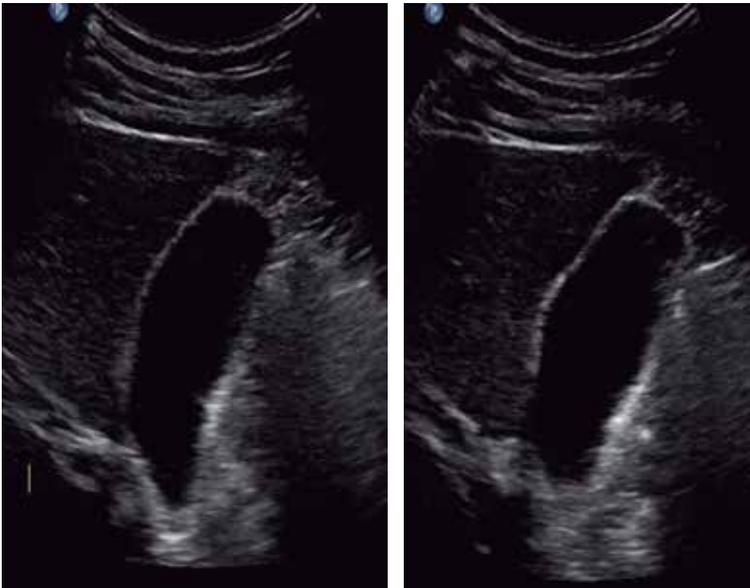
Imagen de ultrasonido en la que se observa vesícula biliar sin contenido hemático, de paredes delgadas, sin solución de la continuidad ni líquido libre perivesicular.
